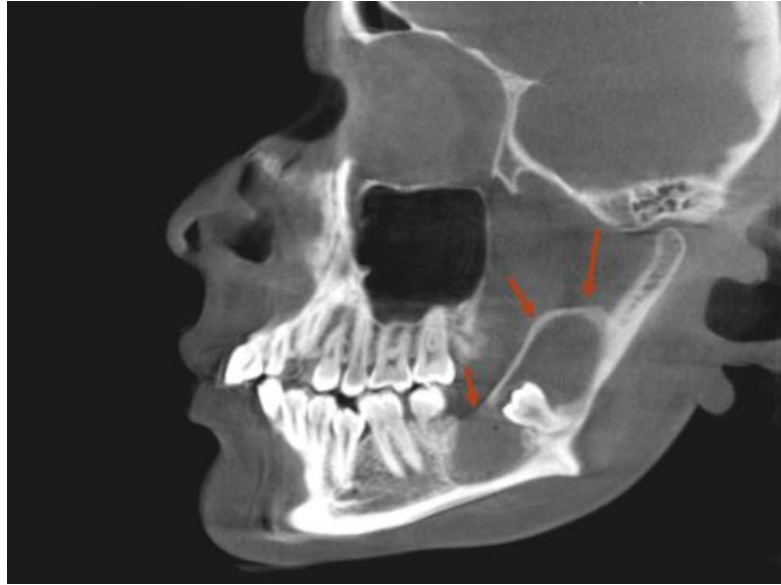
Tomografía computarizada. Corte sagital.
